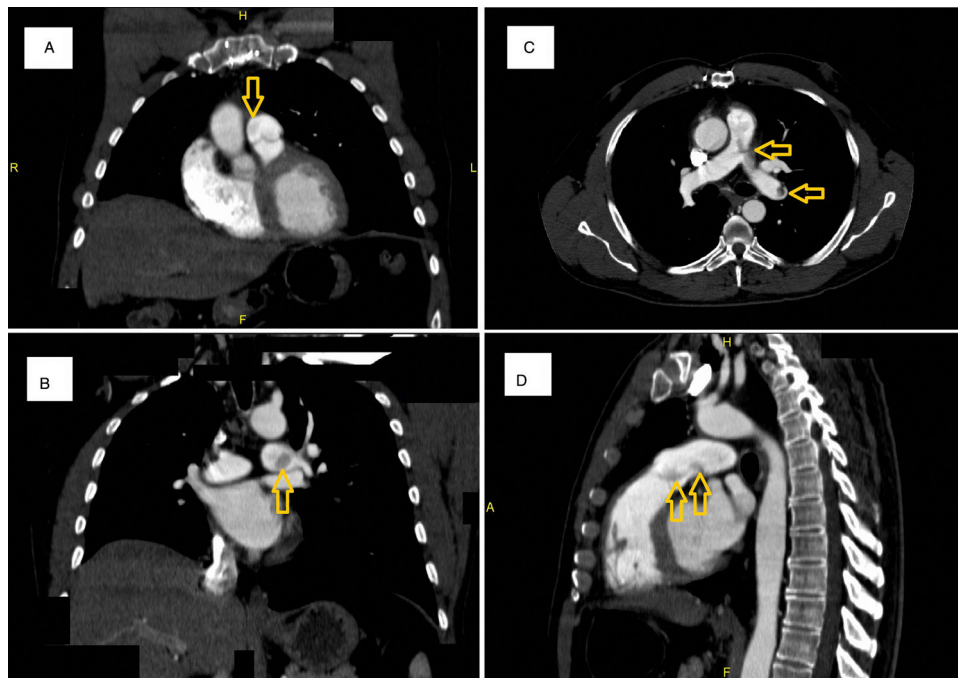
Tomografía computarizada preoperatoria. Tumoración de nueva aparición en el tronco pulmonar en íntima relación con la válvula pulmonar. Persistencia del tumor en la arteria pulmonar izquierda con crecimiento significativo en la arteria lobar inferior izquierda con extensión a ramas segmentarias anteromediales basales. Trombosis crónica del árbol pulmonar del lóbulo superior derecho. A) Corte coronal a nivel del tracto de salida del ventrículo derecho y válvula pulmonar. B) Corte coronal a nivel de la bifurcación arterial pulmonar. C) Corte axial a nivel de la bifurcación arterial pulmonar. D) Corte sagital a nivel del tracto de salida del ventrículo derecho y válvula pulmonar.
